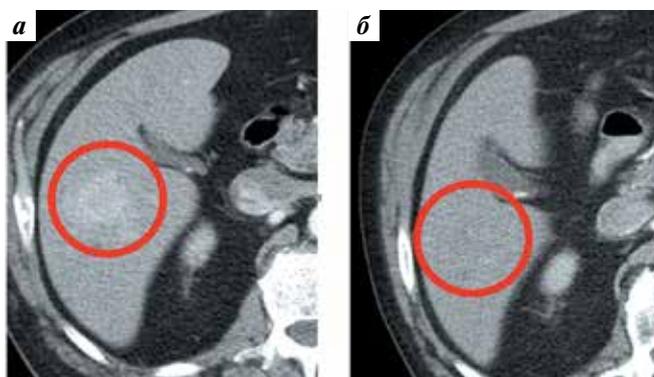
Спиральная компьютерная томография органов брюшной полости: а – 22.06.2020; б – 27.11.2024
